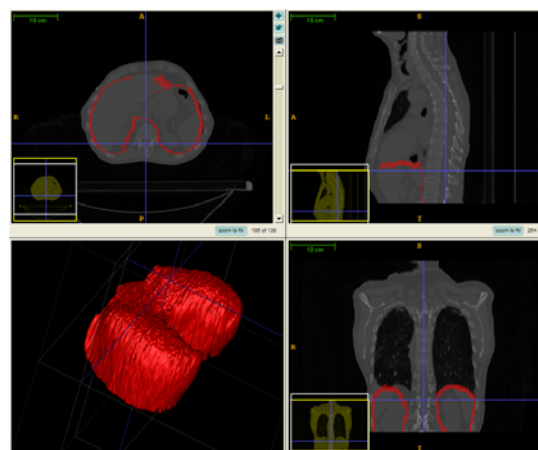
Plusieurs coupes CT avec le diaphragme segmenté (marqueur rouge) .
